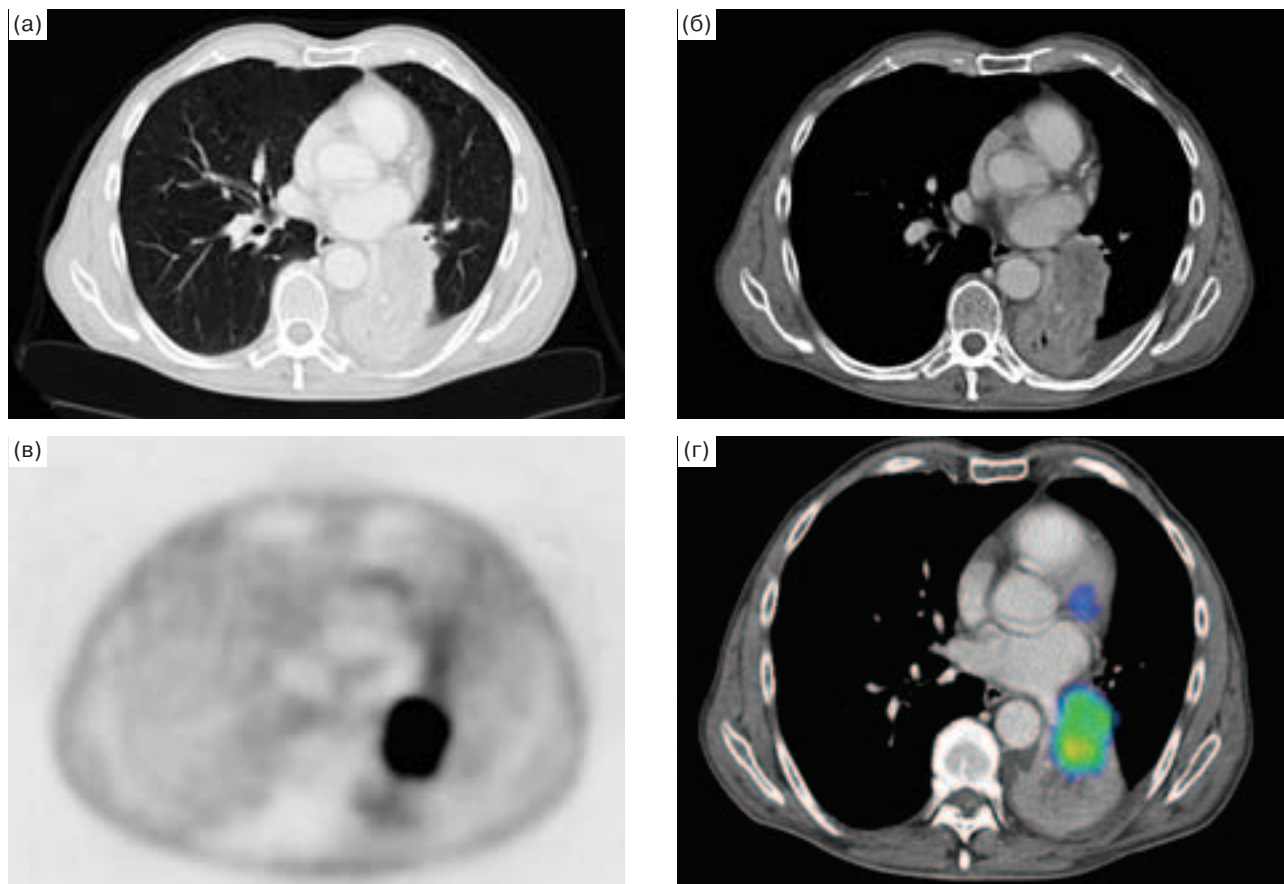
ПЭТ/КТ. Центральный рак (плоскоклеточный) бронха нижней доли левого легкого, полный ателектаз нижней доли. При КТ-ангиографии (а, б) опухолевый узел практически не отличается от ателектазированной легочной ткани. При ПЭТ (в) опухолевый узел интенсивно накапливает 18-ФДГ. Наложение данных ПЭТ и КТ (г) позволяет точно определить размеры и локализацию опухолевого узла в ателектазе, что имеет большое значение для предстоящей дистанционной лучевой терапии.
